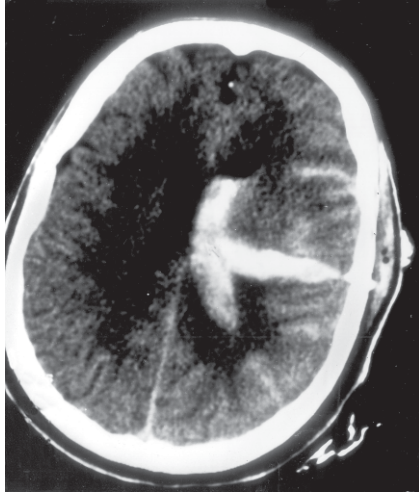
TC mostrando hemorragia no trajeto do ferimento penetrante e hemorragia no ventrículo lateral e no espaço subaracnóideo.
